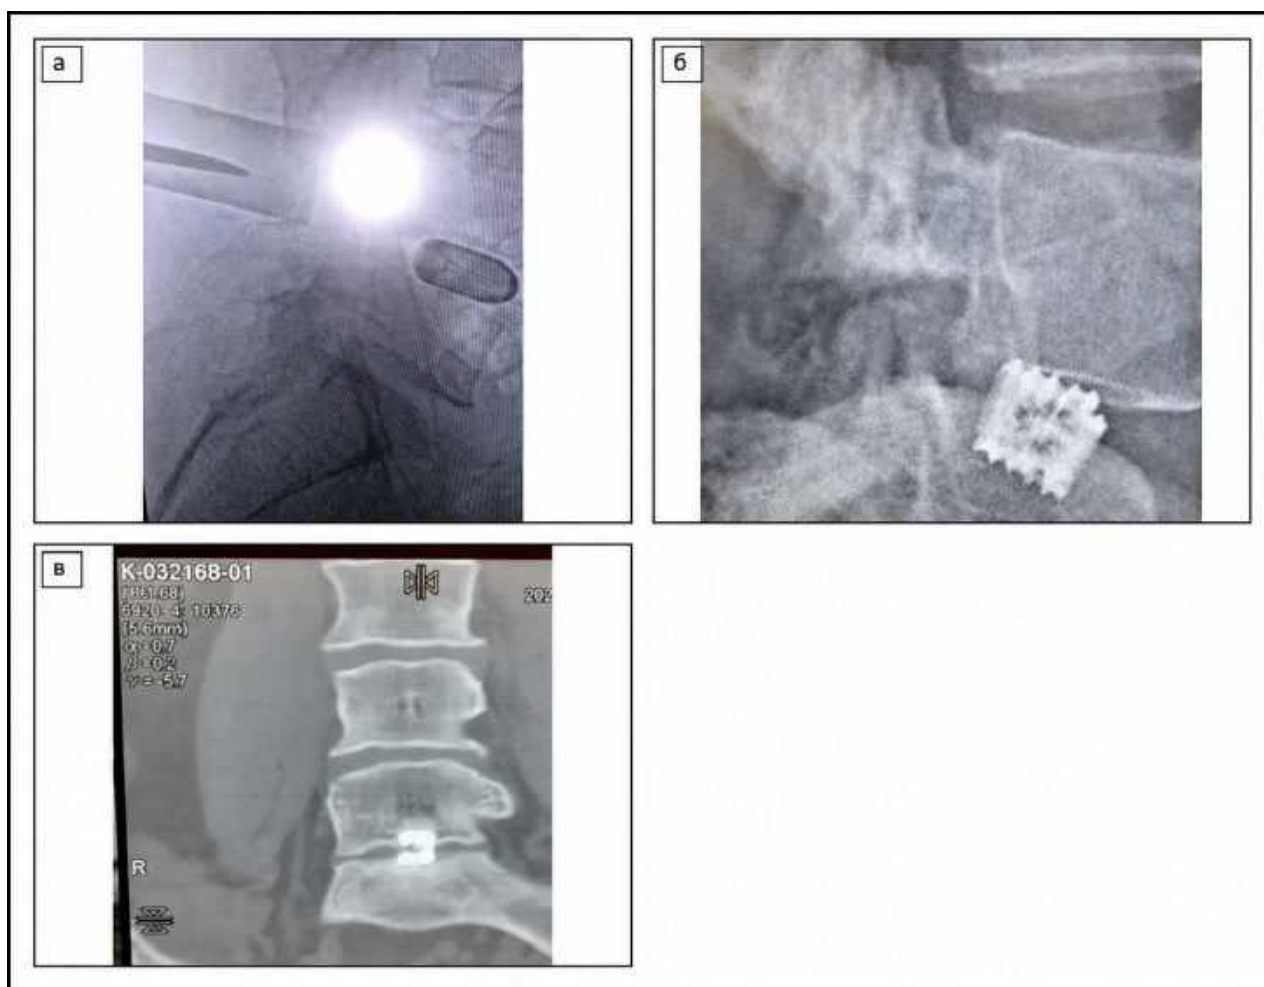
Приклади рентгенологічної візуалізації міжтілових кейджів різної геометрії у різних пацієнтів: а–в — окремі клінічні випадки.
